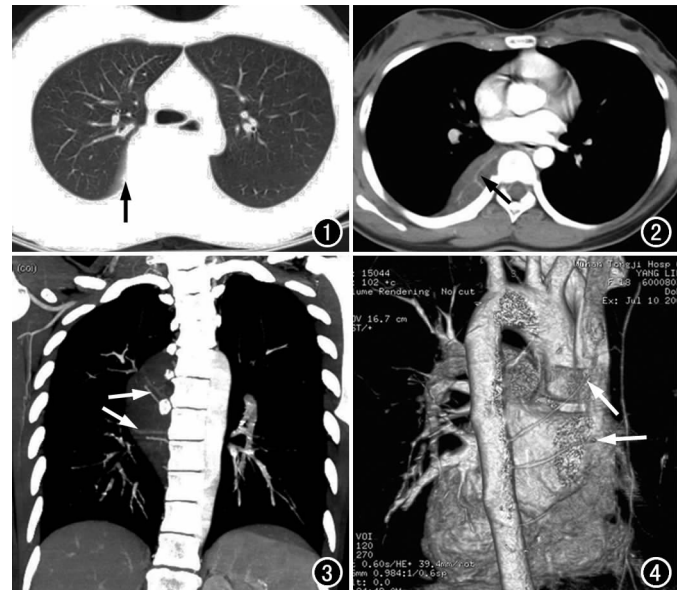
CT 示右肺上叶片状密度增高影(箭)。图 2 CT 示右肺上叶半圆形软组织密度影内血管向左侧走行进入胸主动脉(箭)。图 3 MIP 示右肺上叶半圆形软组织密度影,可见滋养血管(箭)。图 4 VR 示胸主动脉发出 2 支血管(箭)供血右肺上叶软组织密度肿块。
